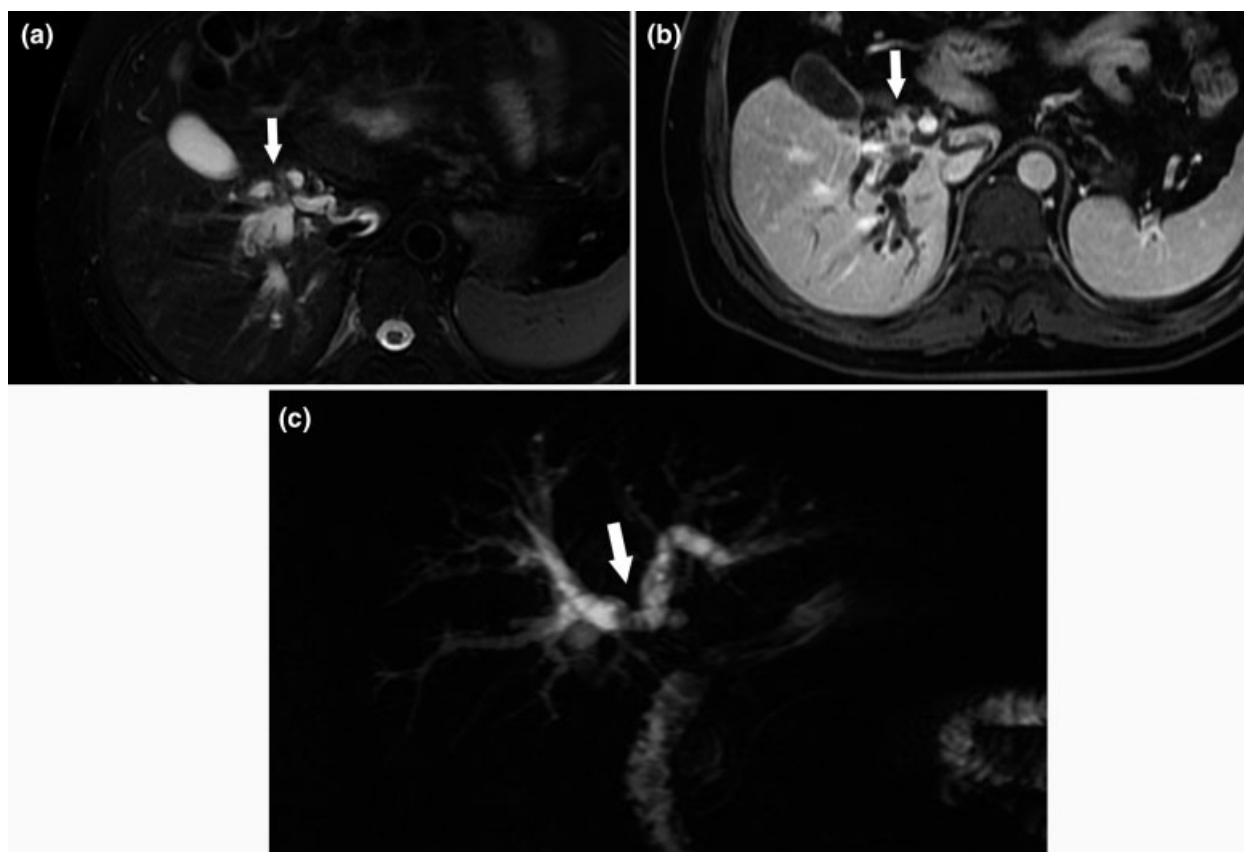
CC periductal Bismuth - Carlette tipo II. Imágenes axiales de RM en secuencias potenciadas en T2 con supresión de la grasa (a) y secuencias potenciadas en T1 con supresión de la grasa post inyección de gadolinio (b), que muestran nódulo sólido irregular con impregnación en fase tardía comprometiendo la confluencia hiliar y el conducto hepático común (flecha). (c) CPRM 2D. Nótese la estenosis abrupta a nivel de la confluencia de los conductos hepáticos (flecha) y la dilatación de las vías biliares intrahepáticas por encima de la lesión.
